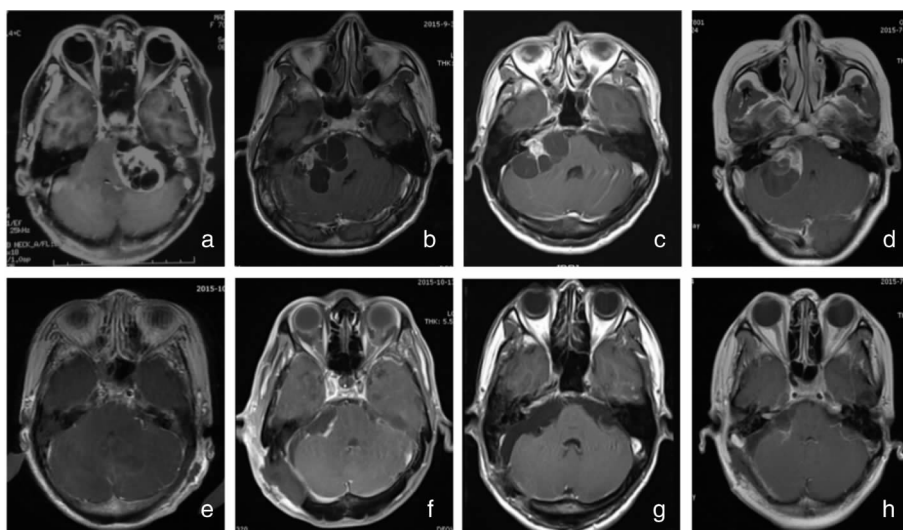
4 例典型囊性听神经瘤患者手术前后 MRI 对比 a、b、c、d:术前水平位;e、f、g、h:术后水平位; a、e 为患者 1;b、f 为患者 2;c、g 为患者 3;d、h 为患者 4
